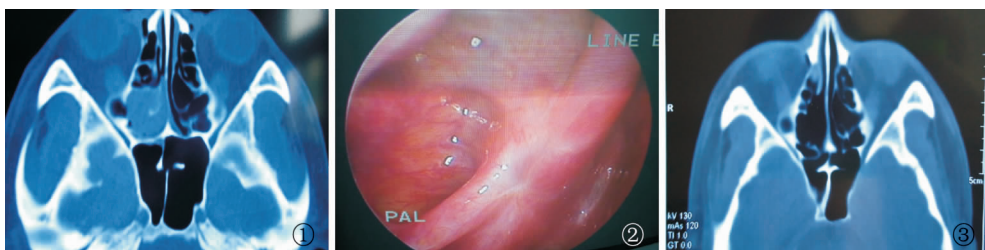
术前鼻窦 CT 见右侧后组筛窦内软组织密度影充填,内部密度均一,边界清晰,周围骨质部分吸收 图 2 术后 6 个月鼻内镜复查 图 3 术后 6 个月复查鼻窦 CT
